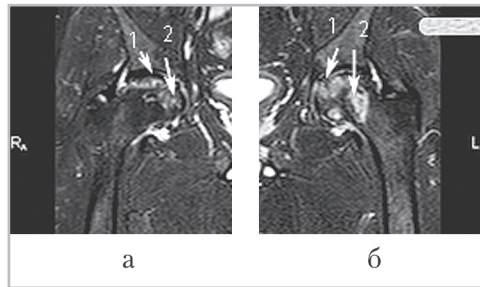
Магнитно-резонансные томограммы тазобедренных суставов пациента М., 30 лет, в корональной проекции в режиме STIR: 1, а, б — в субхондральных отделах головок определяются некротизированные фрагменты низкой интенсивности (вдавленные субхондральные переломы), отграниченные полосками высокой интенсивности — симптом «полумесяца» (3-я стадия); 2, а, б — на границе головки и шейки бедренной кости визуализируется высокоинтенсивная зона — отек костного мозга
